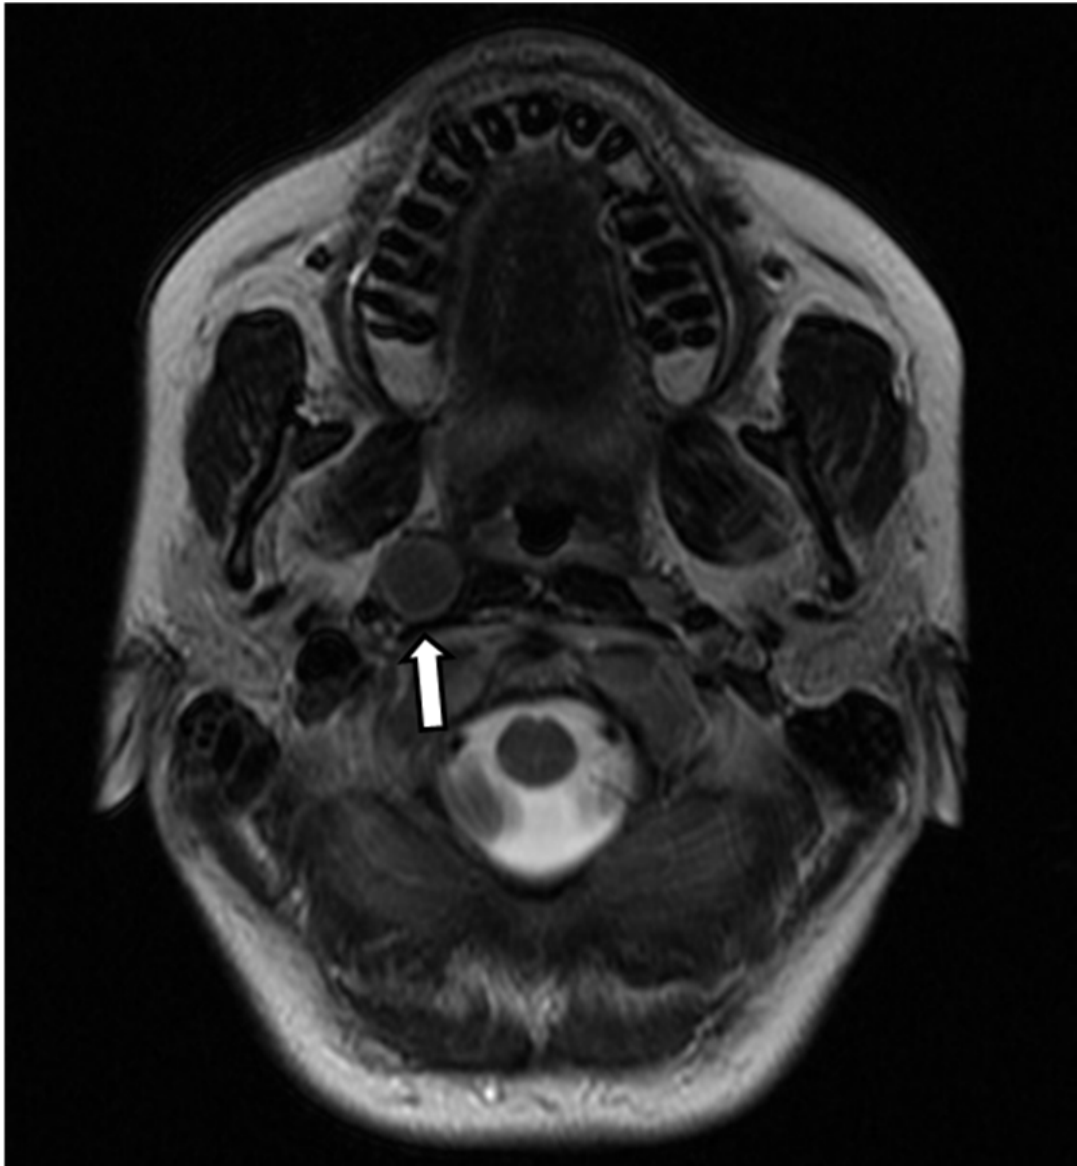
A. Quiste retroestíleo derecho. RMN en secuencia T2 corte axial. El contenido mucoproteico se diferencia claramente de la delgada cápsula.
